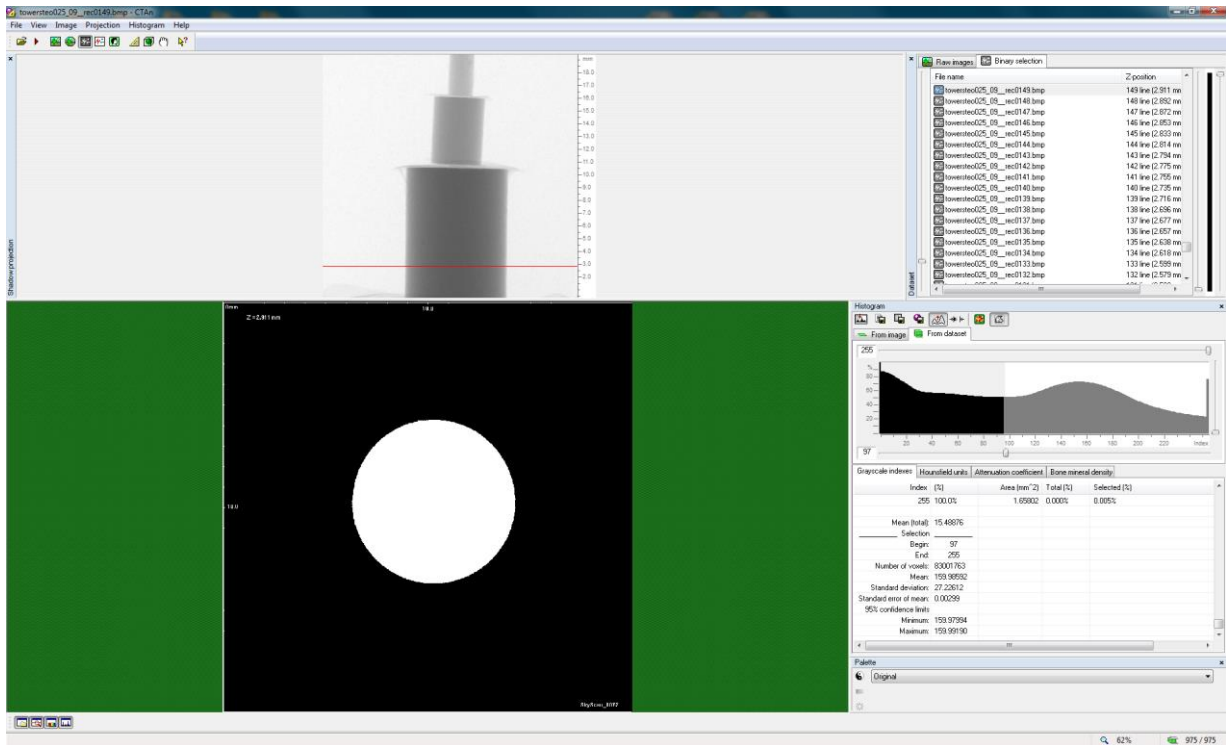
Schermata di CT-Analyser all'apertura del dataset.
